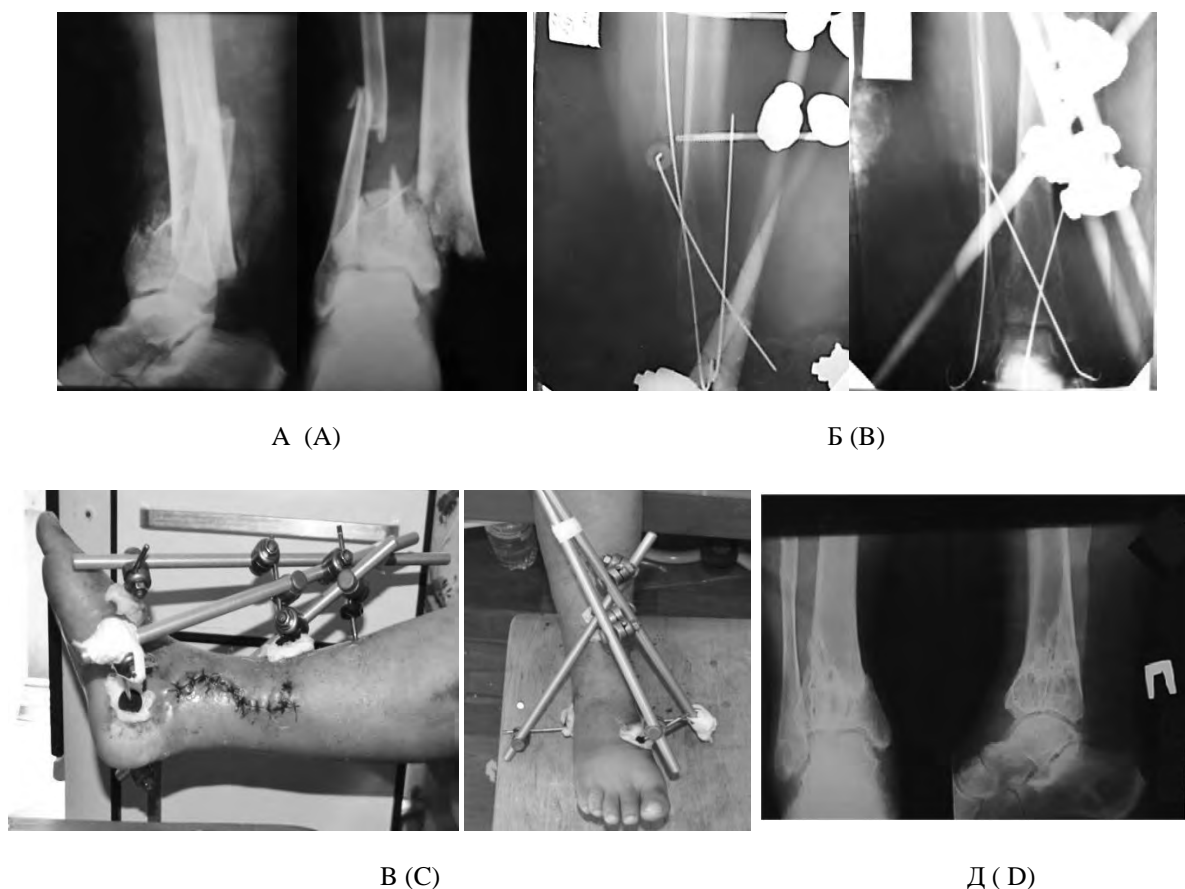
Рентгенограми і фото хворої М. А – у день травми; Б – після остеосинтезу спицями та стрижньовим апаратом; В – зовнішній вигляд кінцівки в апараті; Г – віддалений результат
